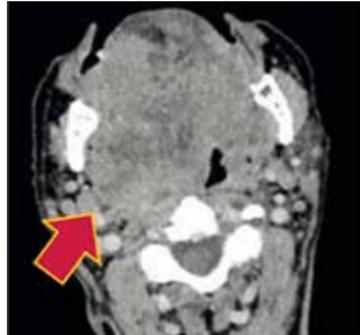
Tomografia Computadorizada (TC) de face no plano axial pós-contraste demonstra lesão infiltrativa acometendo assoalho bucal, base da língua e grande parte da língua oral. A lesão estende-se para o espaço parafaríngeo e paredes laterais da orofaringe.
